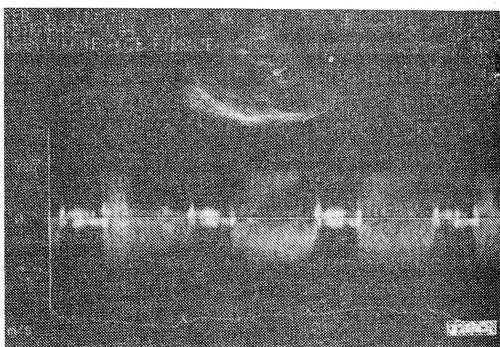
Допплерэхокардиограмма при аортальной недостаточности и аортальном стенозе.
